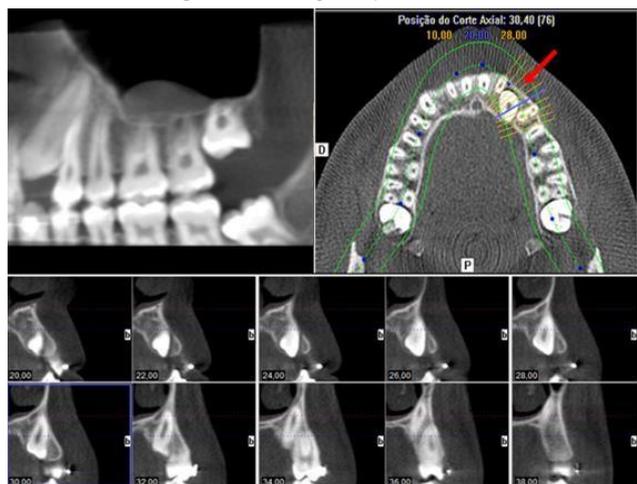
Tomografia computadorizada evidenciando imagem sugestiva de cisto de retenção mucoso e cortes de localização de canino incluído.
